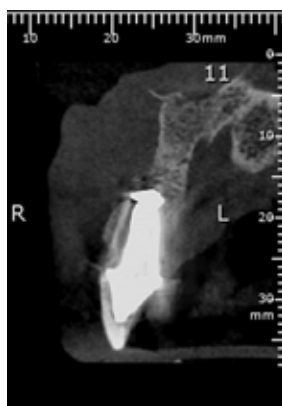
Corte tomográfico axial evidenciando extravasamento de amálgama na região periapical.
